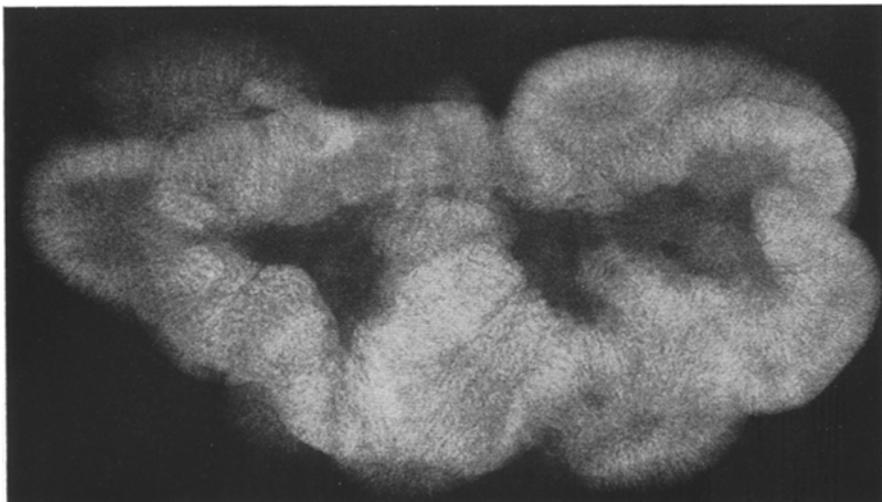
Röntgenbild einer Nierenscheibe von Fall 3: Ausgedehnte Ablagerung feinster Kristalle fast ausschließlich in der Nierenrinde. Verkleinerung $\frac{4}{5} - \frac{3}{4}$.
